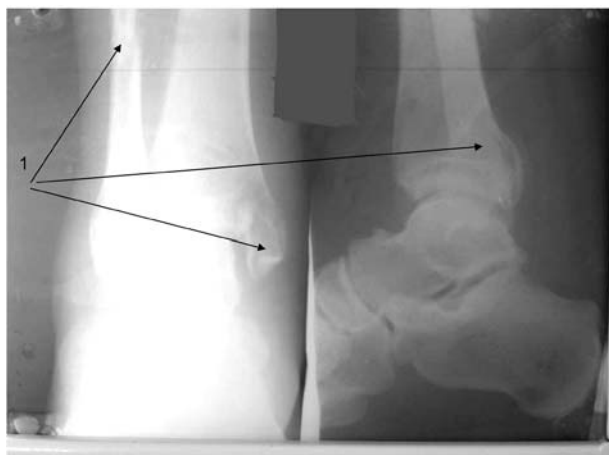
Больной Б., 35 лет. Рентгенограммы правого голеностопного сустава до лечения (зоны перелома)
